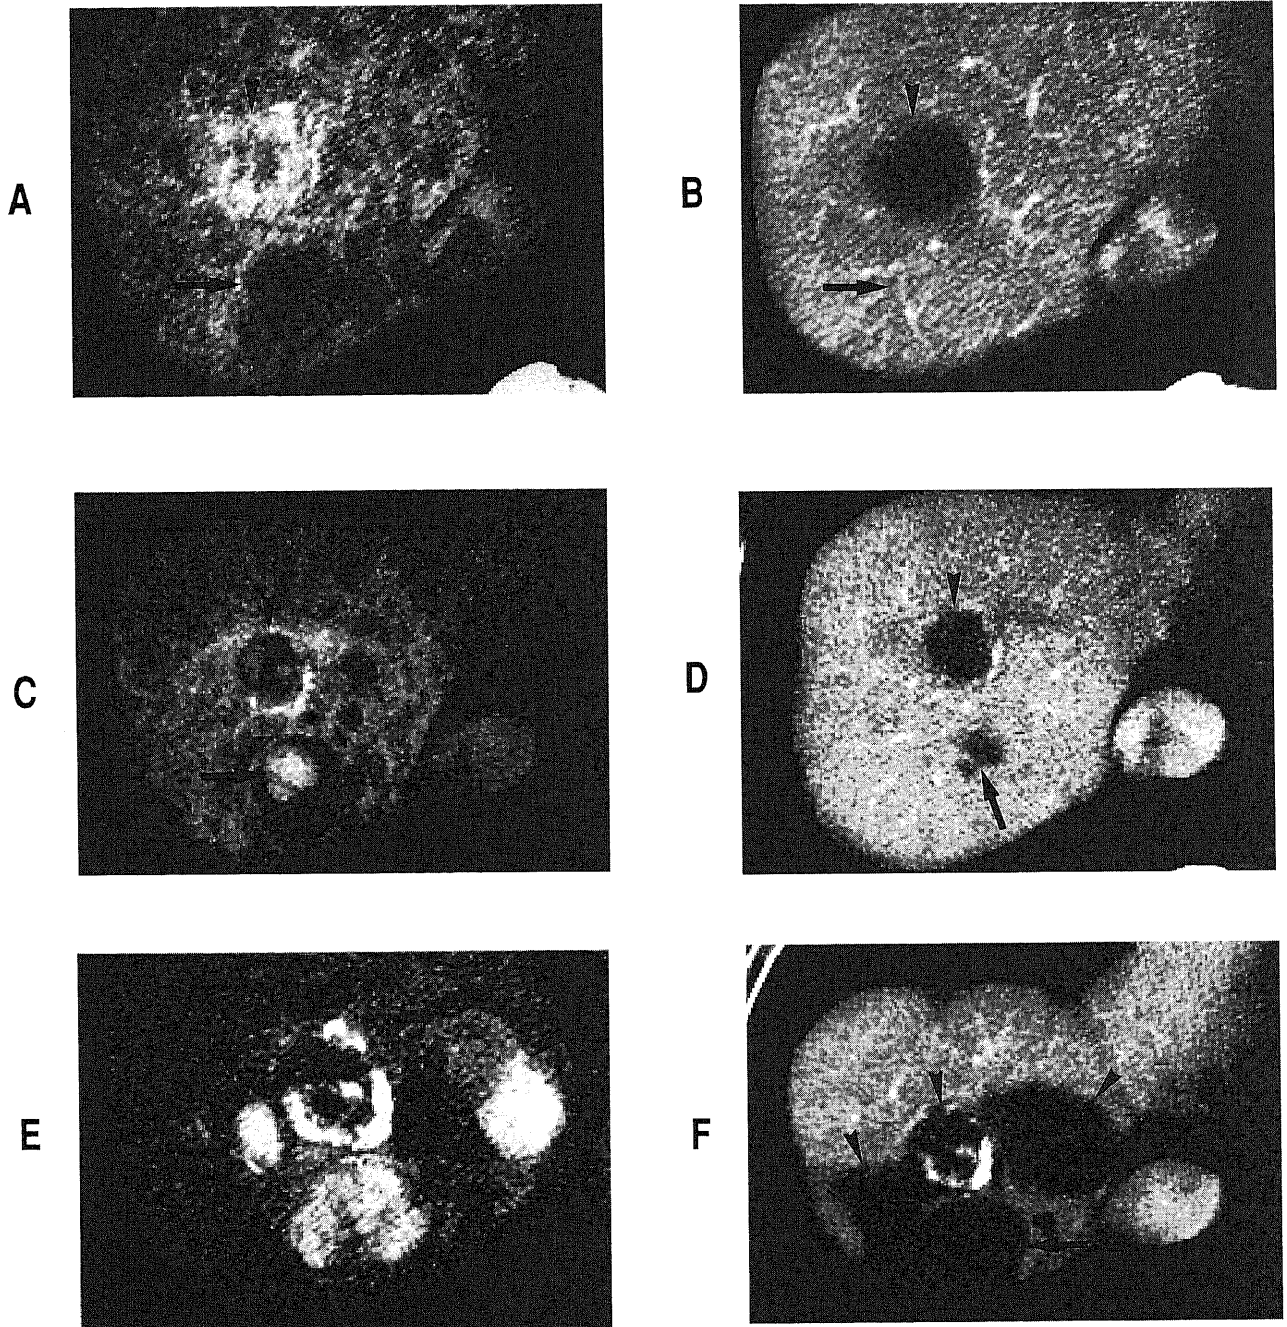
A nodule showing multistep malignant transformation during 18 months follow-up term. (A) CT during hepatic arteriography (CTA) reveals a hypodense nodule about 2.0 cm in diameter (arrow). (B) CT during arterial portography (CTAP) performed at the same time as A shows it as isodense area (arrow), and therefore, it cannot be visible as a nodule. (C) CTA performed 9 months after A shows internal definitely hyperdense foci (arrow). (D) CTAP performed at the same time as C shows internal definitely hypodense foci (arrow) corresponding with hyperdense foci seen on CTA. (E) CTA performed 18 months after A shows definite hyperdensity in the entire nodule (arrow). (F) CTAP performed at the same time as D shows hypodensity in the entire nodule (arrow). Arrowheads in A, B, C, D, E, and F indicate associated other hepatocellular carcinomas (Lipiodol accumulation due to transcatheter arterial embolization is seen in one of them).
